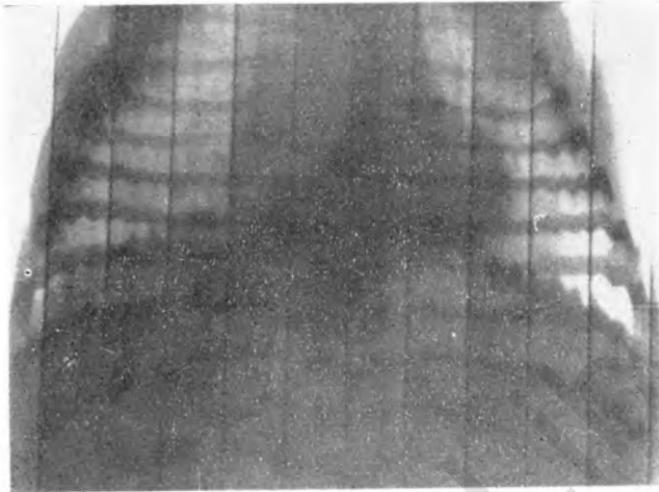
Рентгенограмма Марины П., на 28-й день судорожного периода. Диафрагмальные зубцы приближаются к нормальным.
